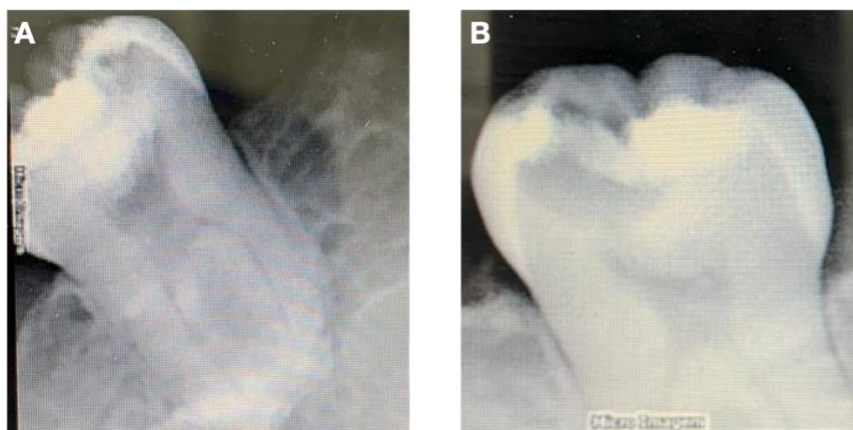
Radiografías iniciales. A, Radiografía inicial OD#36. B, Radiografía inicial OD#46
